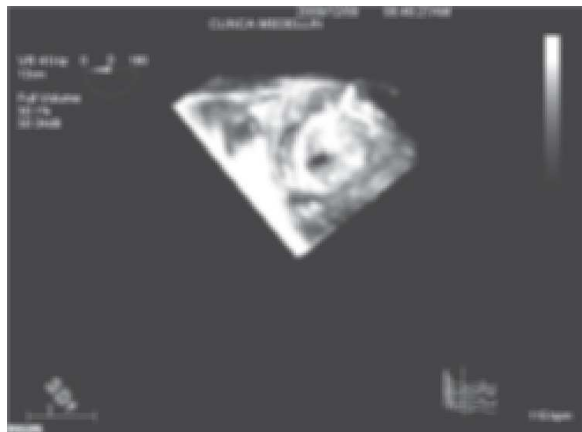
Ecocardiografía transesofágica tridimensional en donde se aprecia trombosis de prótesis valvular biológica en posición mitral.
